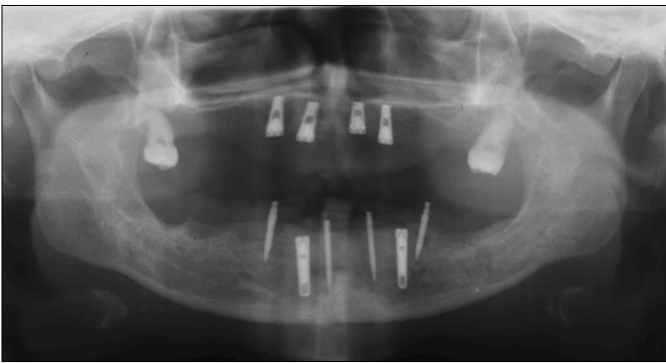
Postoperative panoramic radiogram.
